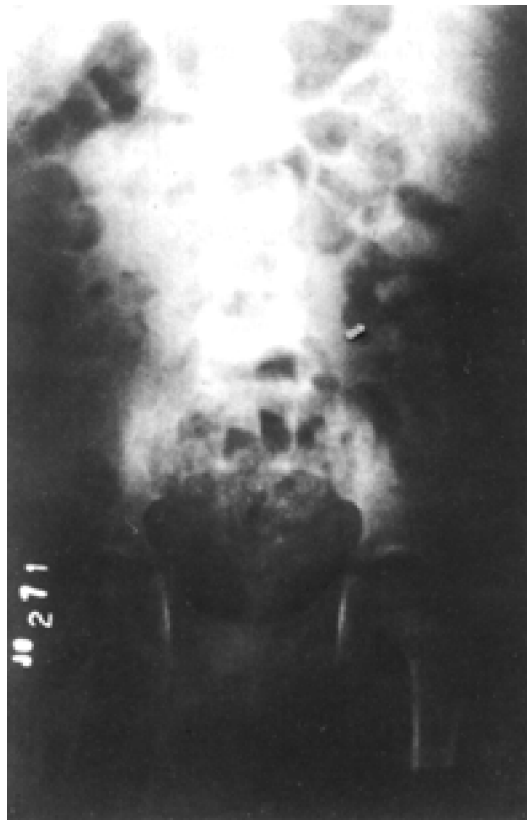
Radiografia simples com imagem sugestiva de cálculo no rim esquerdo.
